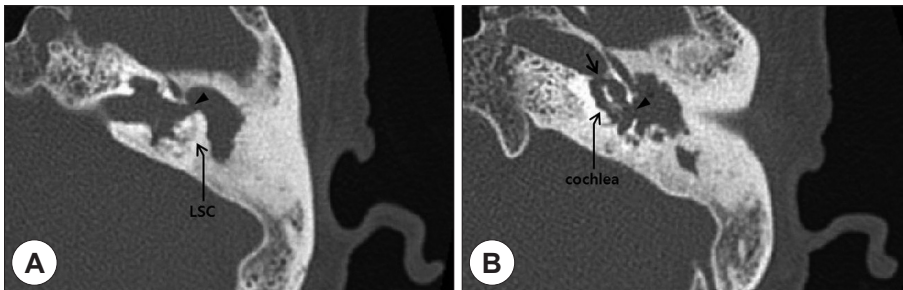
Preoperative non-enhanced temporal bone axial CT scans. A : Fistula (arrowhead) of the left lateral semicircular canal (LSC) can be seen. B : Fistula (arrowhead) of the cochlea and the bony defect (arrow) of the carotid canal can be seen.
